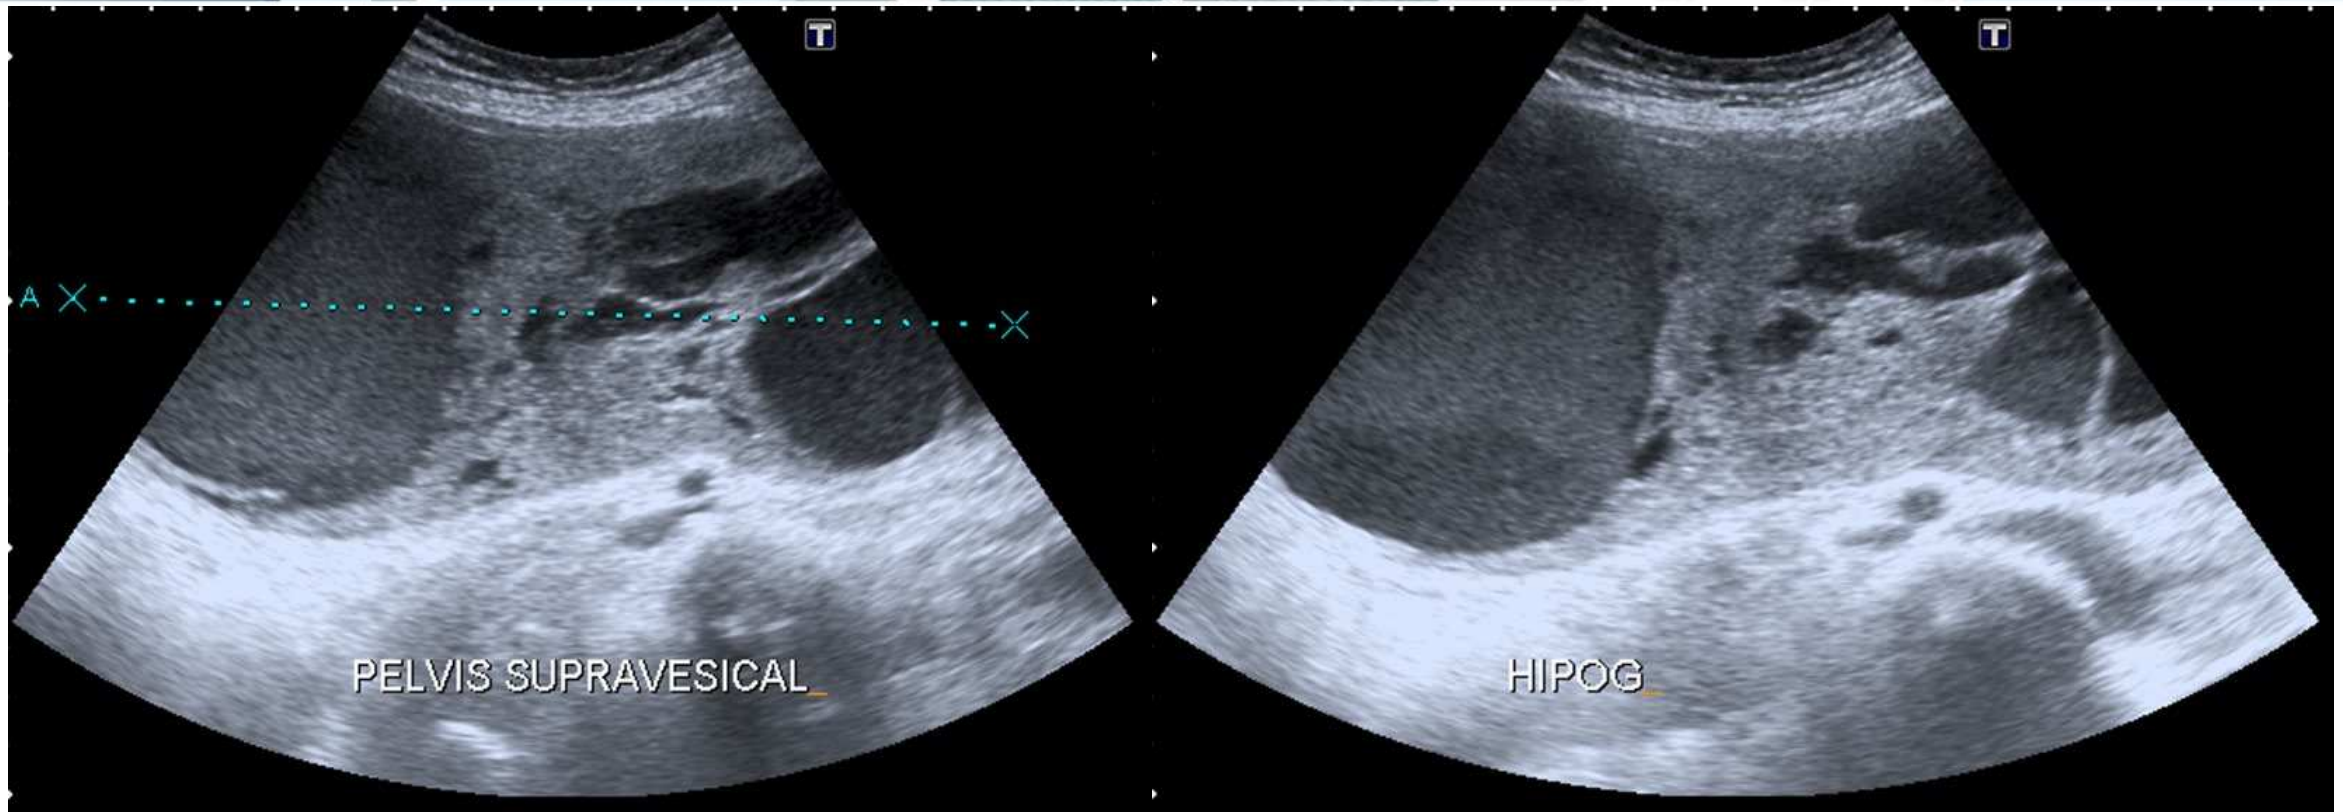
Ecografía abdominal donde se identifica una gran formación de morfología quístico-sólida en hemiabdomen inferior, que plantea en primer lugar la posibilidad de una neoplasia de origen ovárico.
